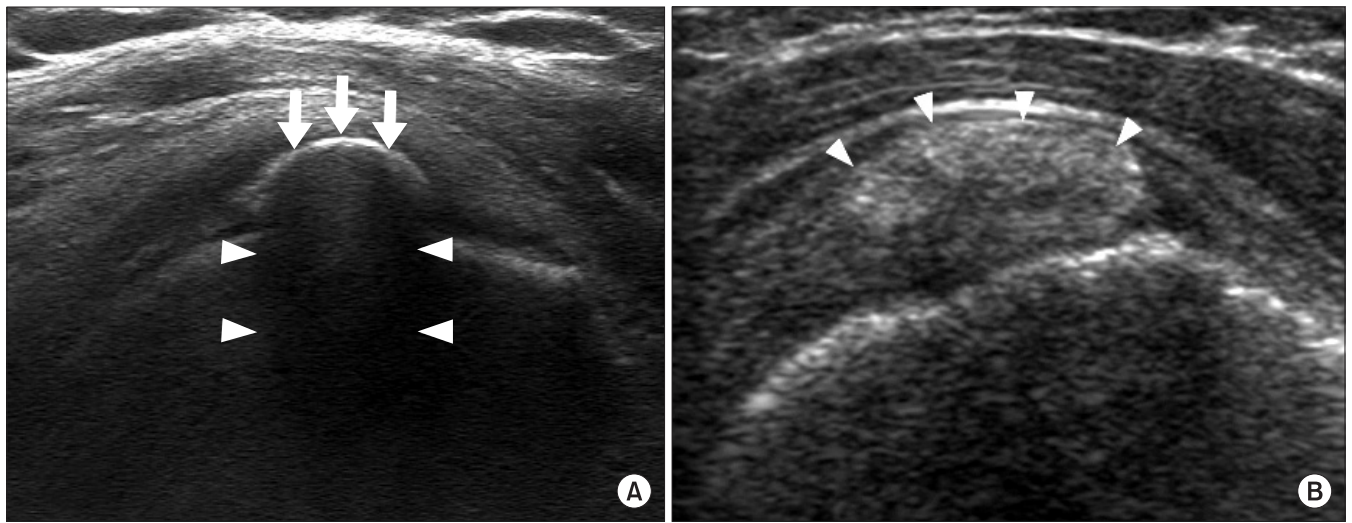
Ultrasonography findings of calcific tendinitis of the shoulder. (A) Type I calcification appears as an intratendinous hyperechoic focus (arrows) with well-defined posterior acoustic shadowing (arrowheads). (B) Type III calcification appears as a hyperechoic focus (arrowheads) with absence of posterior acoustic shadowing.
